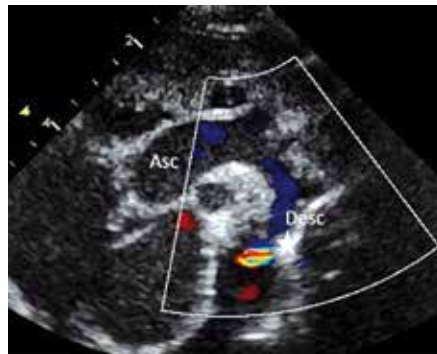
Coarctation de l'aorte (Doppler couleur 2D, Asc = aorte ascendante, desc = aorte descendante, l'étoile indique la sténose).
